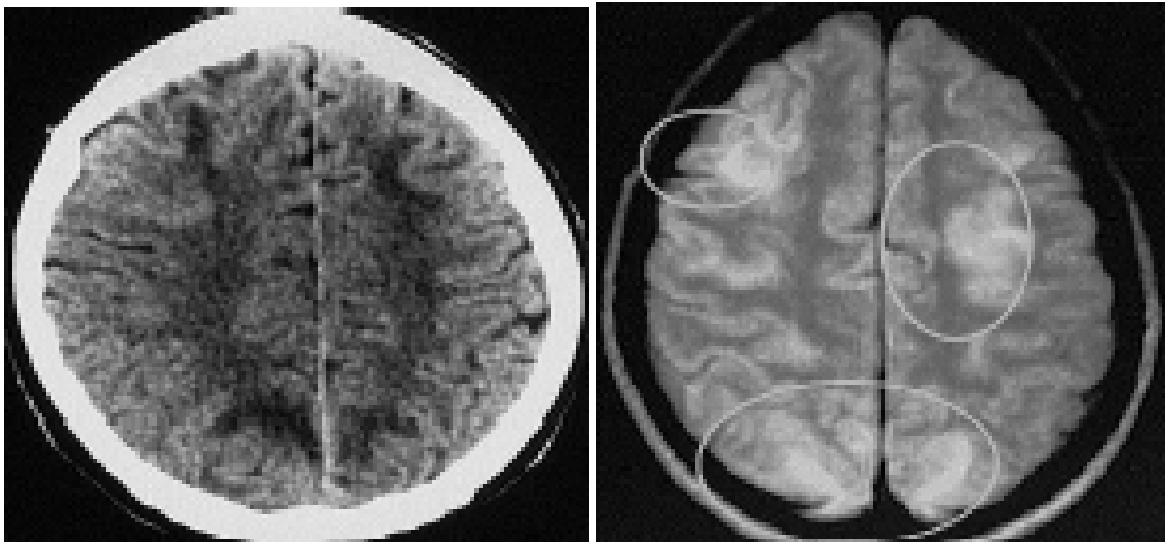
TDM encéphalique coupe axiale(à gauche): montre des hypodensités sous-corticales fronto-pariétales multiples. IRM encéphalique coupe axiale, séquence T2 FLAIR(à droite): visualise des signaux beaucoup plus nets, hyperintenses dans les mêmes régions
